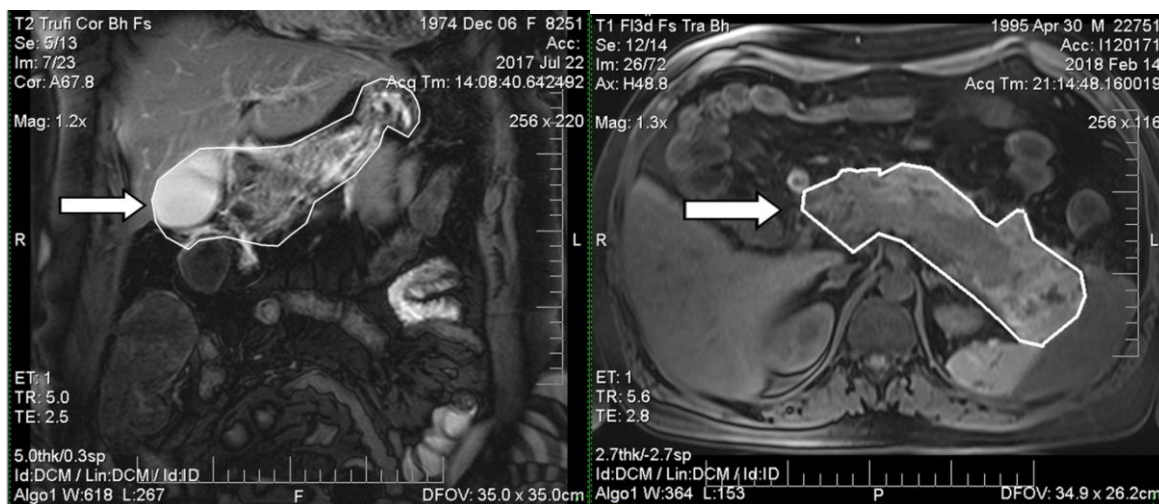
Ярко выраженная неоднородность ткани железы с элементами некроза, кровоизлияний, секвестрации ткани (у данного пациента при УЗИ визуализировать железу не удалось)
